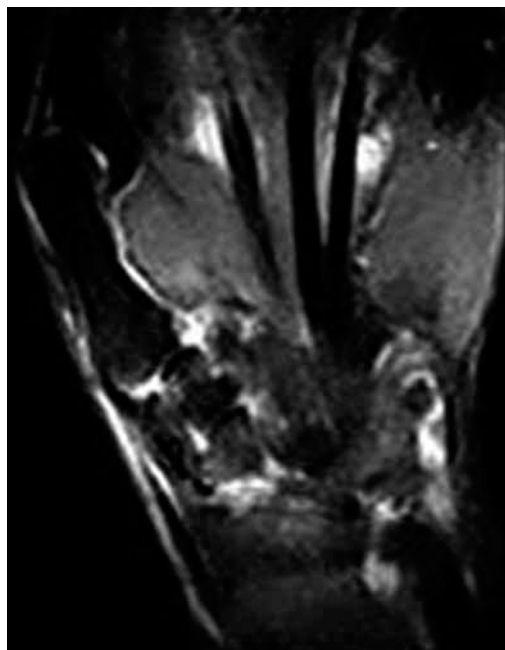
La RM, eseguita con sequenza a elevato contrasto (STIR), permette di differenziare, sul versante ulnare il versamento (iperintenso) dal panno sinoviale (ipointenso)
